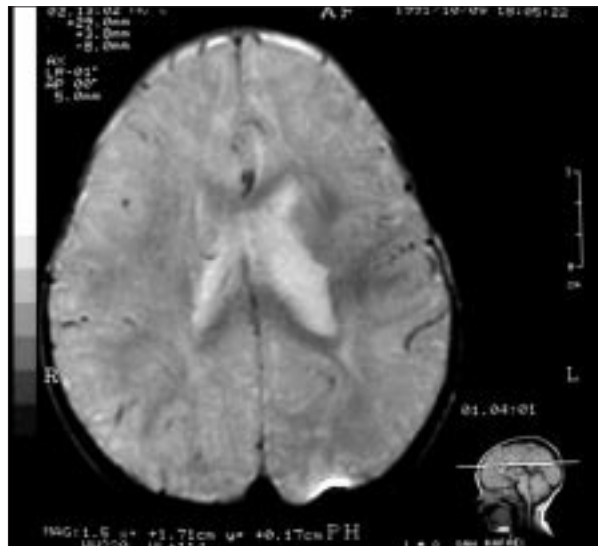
Visión superior de TC en la que se observa asimetría interhemisférica con deformidad del ventrículo ipsilateral e irregularidades paraventriculares.
